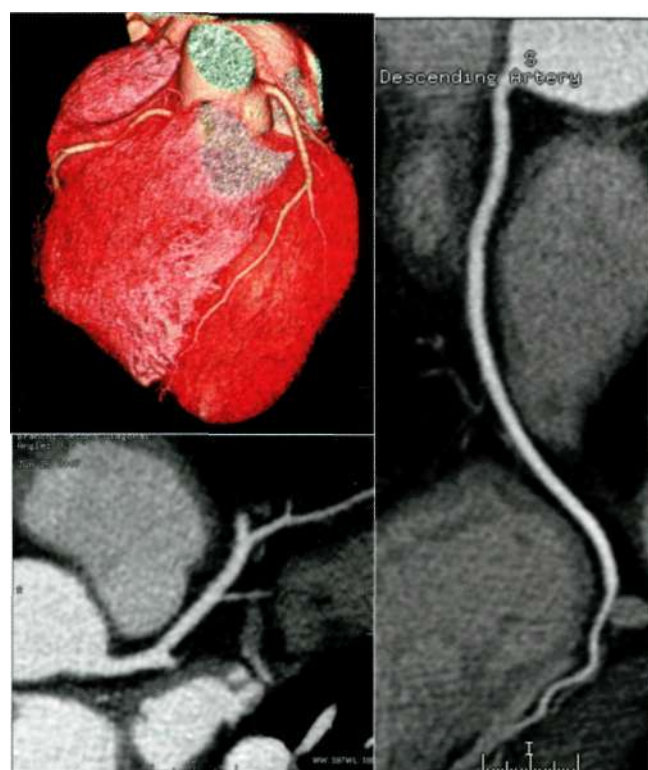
МСКТ-коронарография нормальных коронарных артерий. Представлена 3-мерная реконструкция сердца (вид спереди) и реконструкции по ходу передней нисходящей артерии и правой коронарной артерии.
